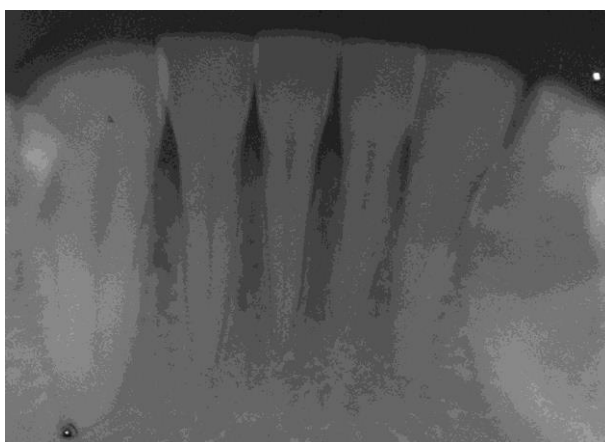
Рентгенограма фронтальної ділянки альвеолярних відростків нижньої щелепи хворого П., 23 роки. Стан до лікування.
